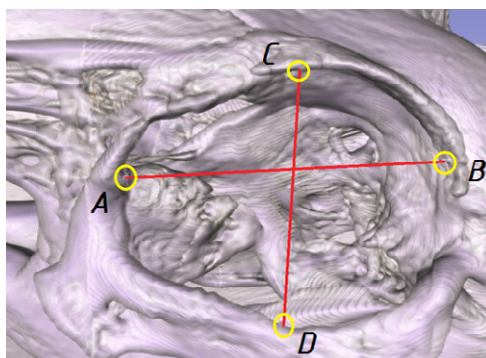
КТ орбиты кролика, 3D-реконструкция: направления измерения ширины и высоты входа в глазницу
